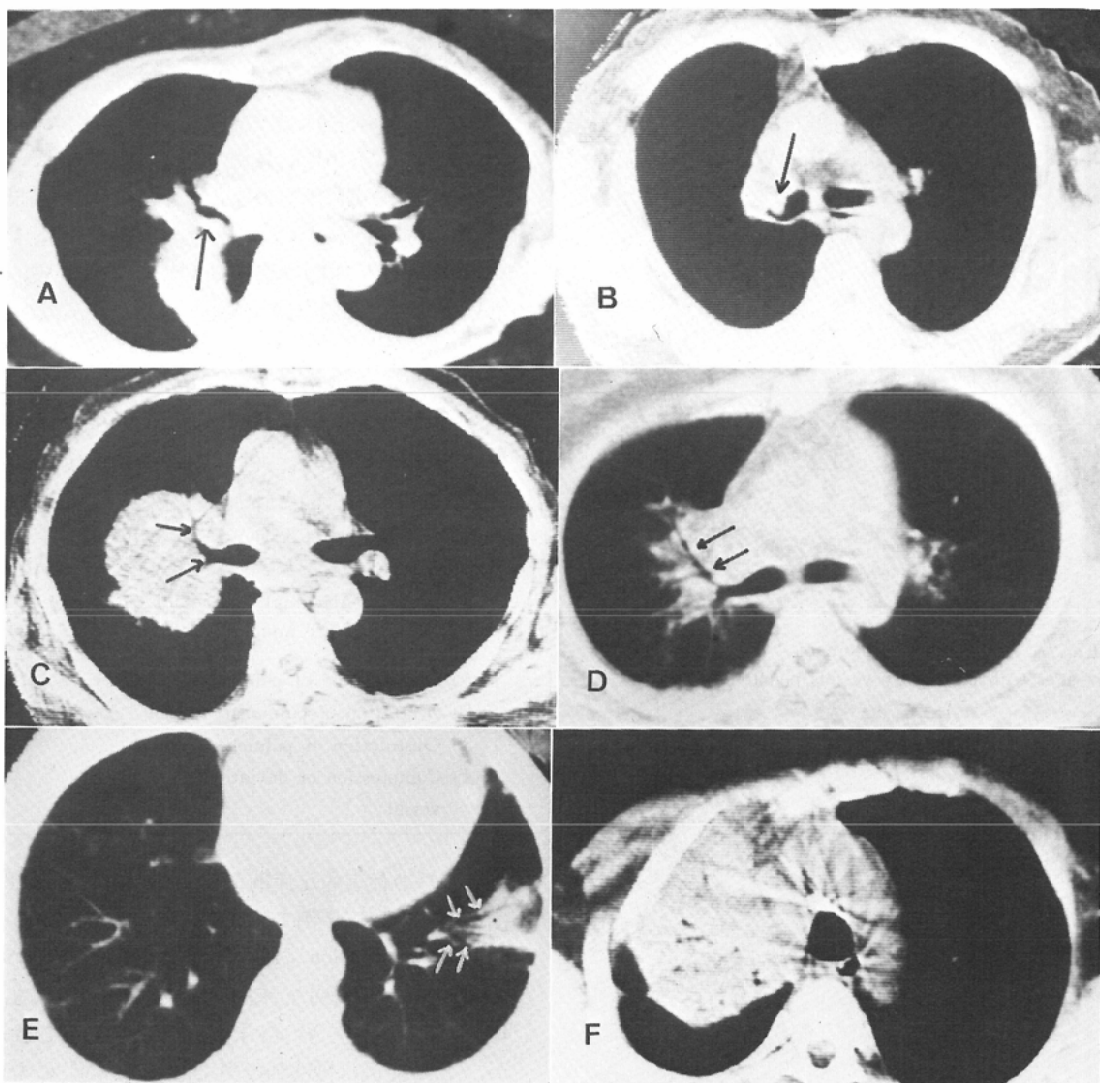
CT findings in abnormal bronchus
